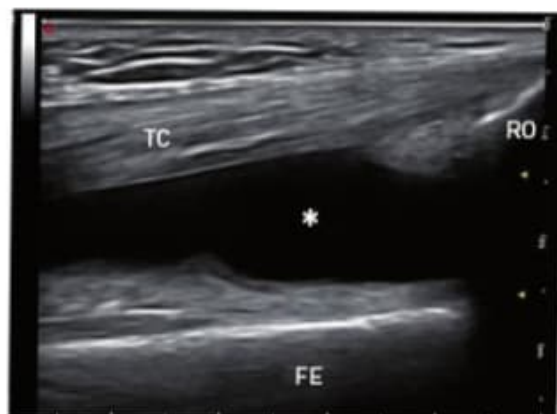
Imagen del receso subcuadricepsal, con moderado derrame anecoico (*) de características artríticas. RO: rótula; TC: tendón cuadricepsal; FE: fémur.
